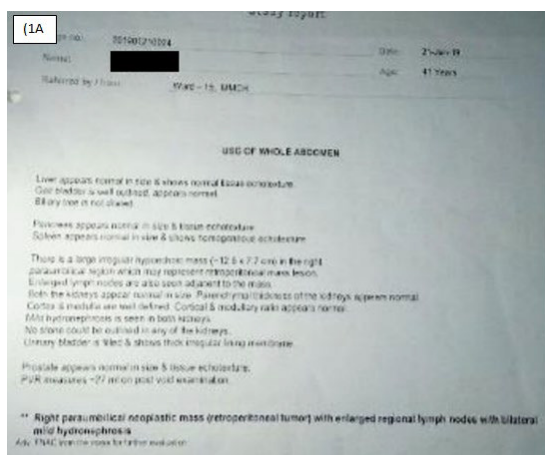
1A) Ecografie abdominală din 21.01.2019, 1B) Constatări: Masă neoplazică paraumbilicală dreaptă (tumoră retroperitoneală) cu ganglioni limfatici regionali măriți cu hidronefroză ușoară bilaterală.
